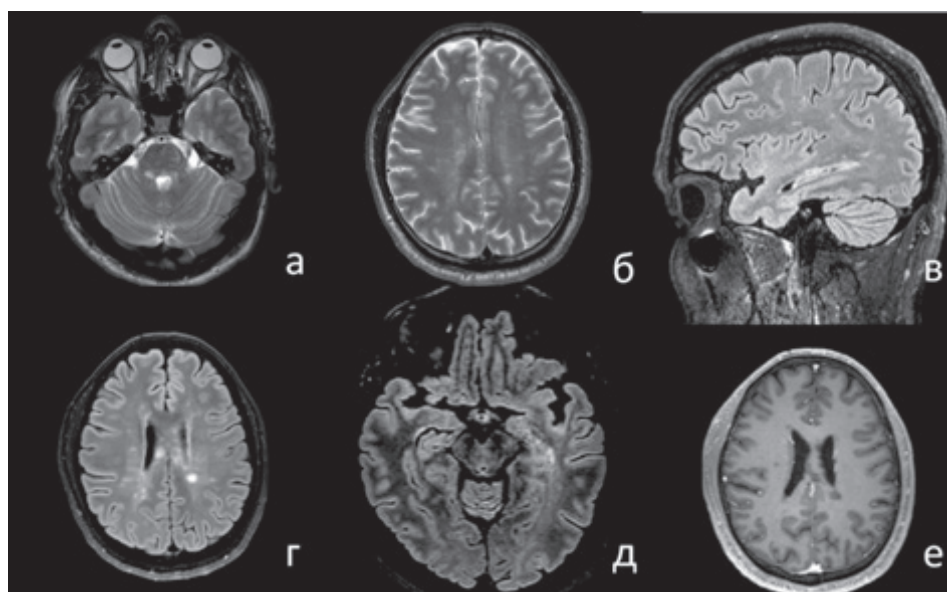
На T2 ВИ (а, б) и FLAIR (г, д, в) визуализируются множественные асимметричные, диссеминированные очаги супра- и субтенториальной локализации, не накапливающие контраст (е)
